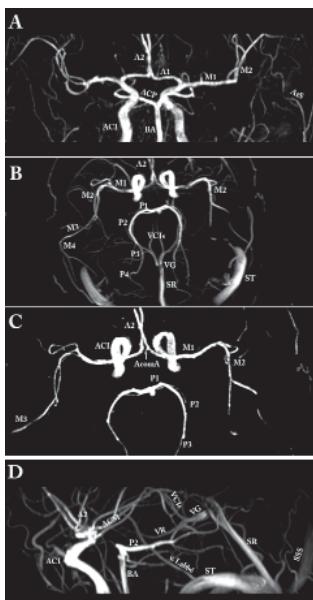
Imágenes del árbol circulatorio cerebral obtenidas mediante resonancia magnética. En este tipo de estudio, realizado sin contraste, venas y arterias se encuentran superpuestas. (A) proyección anterioresuperior del polígono de Willis. (B) Proyección axial a nivel del mesencéfalo en la que se observan las principales ramas del polígono de Willis y las venas más destacadas del sistema venoso profundo del cerebro. (C) Proyección axial en la que se ha suprimido el componente venoso. (D) Proyección lateral en la que se ven superpuestas arterias y venas. ACl= arteria carótida interna. ACM= arteria cerebral media o silviana. M1= porción esfenoidal de la arteria cerebral media. M2= porción insular de la arteria cerebral media. M3= porción opercular de la arteria cerebral media. M4= porción cortical de la arteria cerebral media. A1= porción precomunicante de la arteria cerebral anterior. AcomA= arteria comunicante anterior. A2= porción postcomunicante de la arteria cerebral anterior. ACP= arteria cerebral posterior. BA= arteria basilar. ATs= arteria temporal superficial. P1= porción peduncular de la arteria cerebral posterior. P2= porción ambiens de la arteria cerebral posterior. P3= porción cuadrigémina de la arteria cerebral posterior. P4= porción cortical (parietooccipital y calcarina) de la arteria cerebral posterior. VCl= venas cerebrales internas. VR= vena de Rosenthal. VG= gran vena de Galeno. SR= seno recto. ST= seno transverso. SSS= seno sagital superior. v.Labbé= vena anastomótica inferior o de Labbé.
